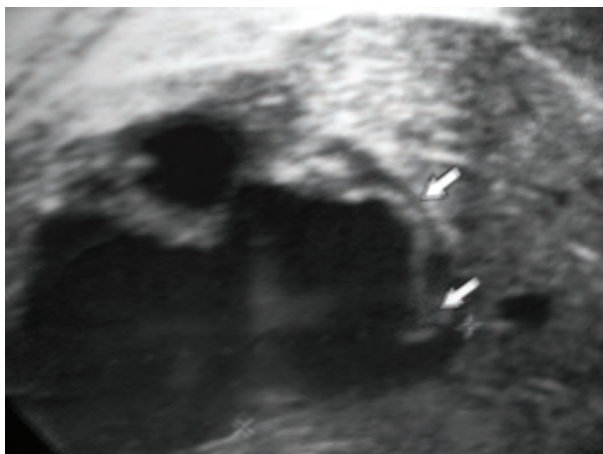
Эхинококковая киста печени при УЗИ, над которой при перкуссии выявлен короткий жужжащий шум (симптом Сантони)
